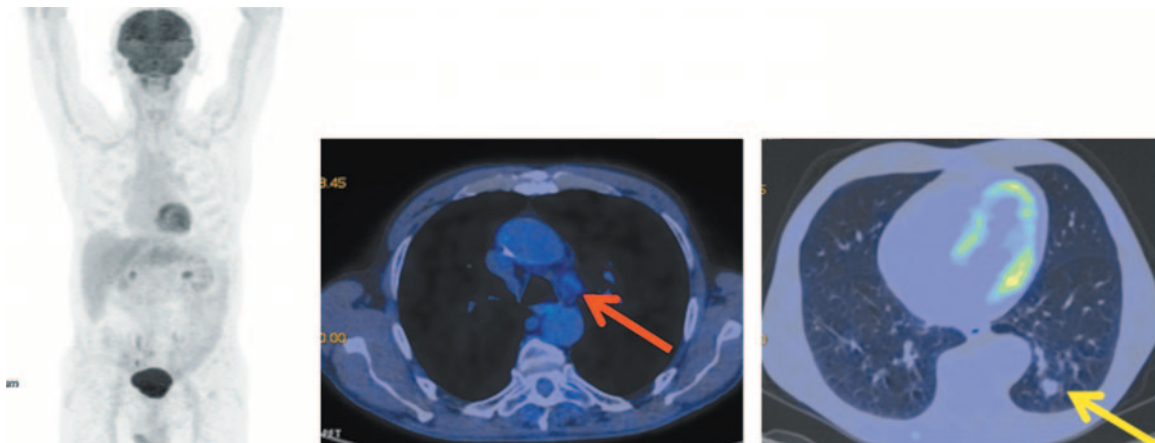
Больной П., 76 лет, после 16 введений атезолизумаба (через 10 мес от начала лечения). На МIP- и аксиальных ПЭТ/КТ-проекциях в нижней доле левого легкого сохраняется тяж фиброза с узловым образованием в структуре размером до 12×10 мм без метаболической активности ФДГ. Сохраняются лимфоузлы аортопульмонального окна размером до 10 мм с фоновой фиксацией РФП.
